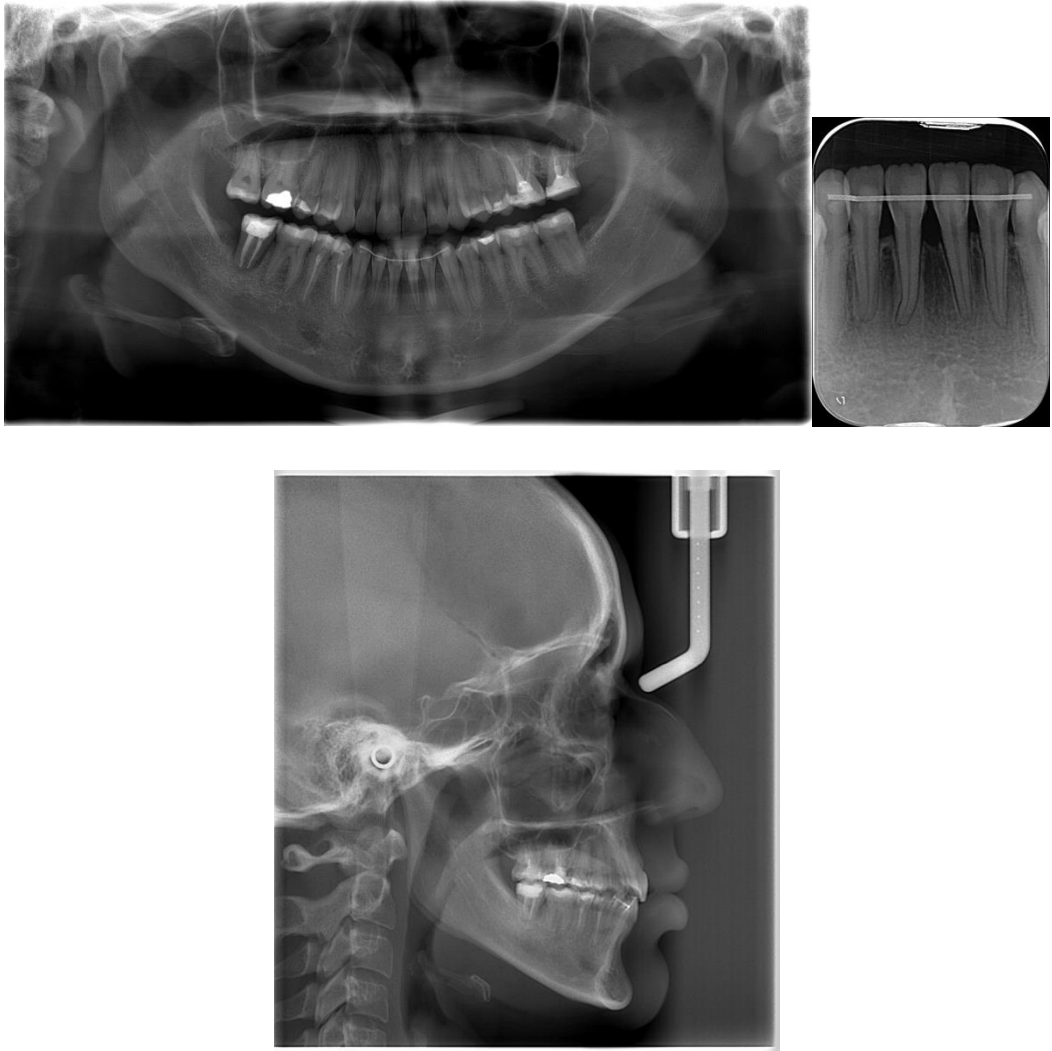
(A-C) - Radiografias extrabucais e intrabucais após o final do tratamento ortodôntico compensatório
